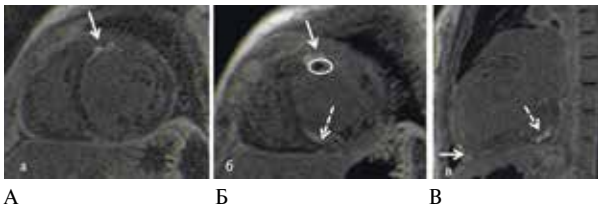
МРТ с отсроченным контрастным усилением. Примечание: участки интрамиокардиального и субэпикардиального контрастирования в области верхушки ЛЖ и в МЖП (поствоспалительной природы) — показаны стрелками. Мелкий пристеночный тромб (обведен). Участок субэндокардиально-трансмурального контрастирования по нижней стенке ЛЖ (ишемической природы) показан пунктирными стрелками.
